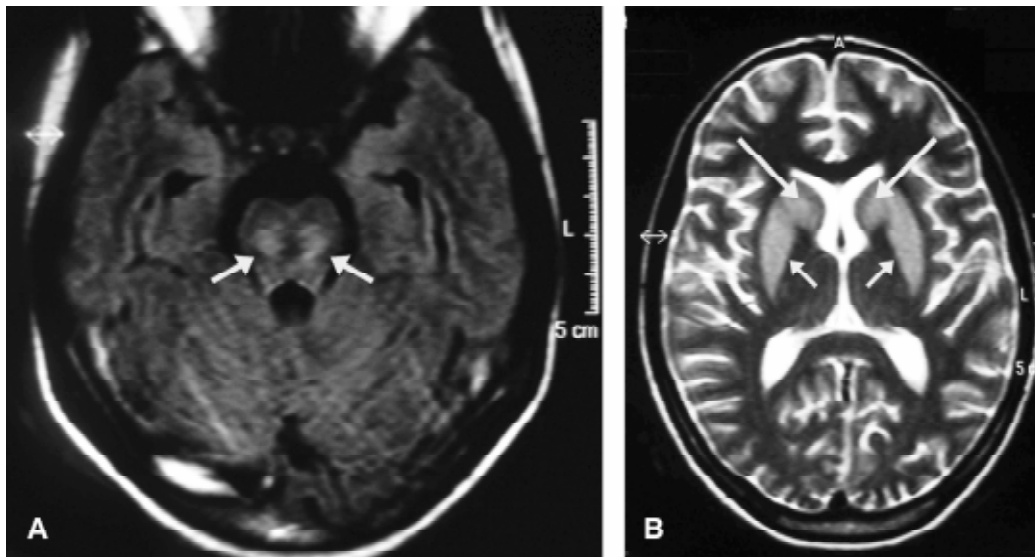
Ressonância magnética do encéfalo. A) Imagem axial na seqüência FLAIR ao nível da ponte delinea as lesões por mielinólise (setas brancas). B) Imagem axial pesada em T2 com lesões hiperintensas simétricas e bilaterais do núcleo caudado (setas grandes) e putame (setas pequenas)
